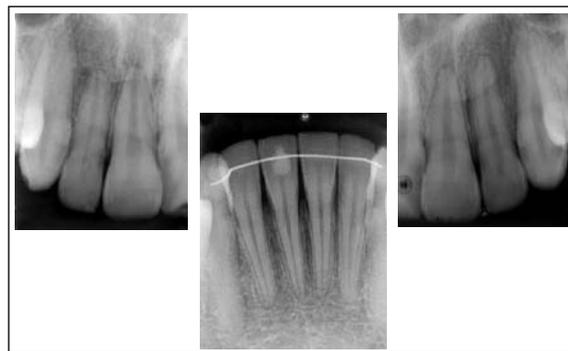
Radiografias periapicais finais dos incisivos superiores e inferiores.
